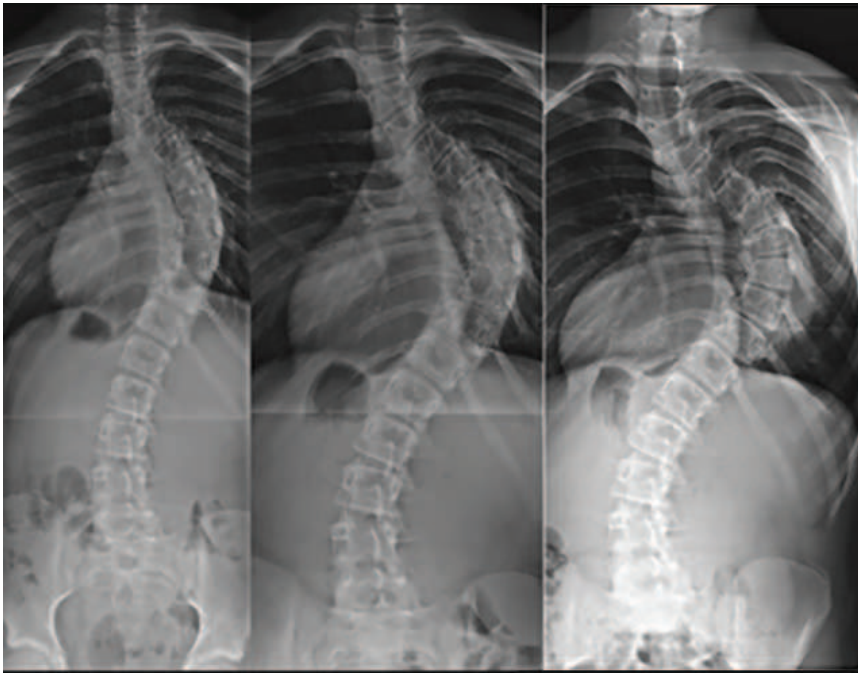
Beispiel einer rapiden Progredienz der Skoliose bei einem initial 14-jährigem Jungen. Die Röntgenbilder wurden in 6-monatigen Abständen jeweils ohne Korsett aufgenommen.
